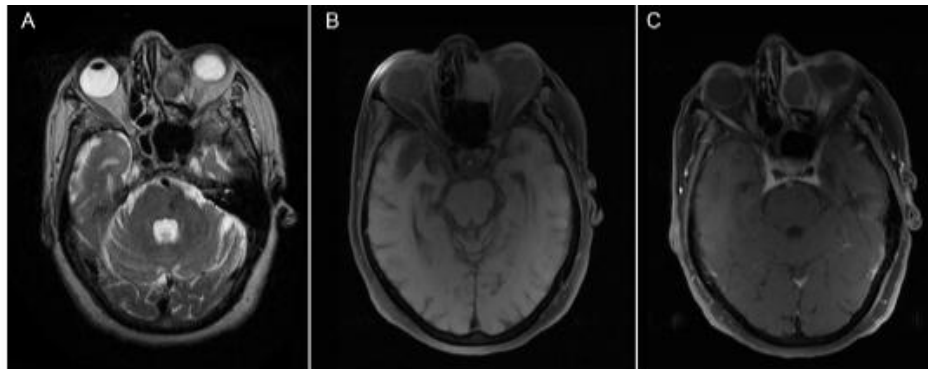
RM de senos paranasales. Mucocoele. (A) Secuencia T2 en el plano axial. (B) Secuencia T1 saturación grasa en el plano axial. (C) Secuencia T1 saturación grasa tras la administración de contraste en el plano axial. Se aprecia una lesión expansiva que deforma la lámina perpendicular del etmoides y la lámina papirácea en celdillas etmoidales izquierdas, discretamente hipointensa en T2, isointensa en T1 y con realce de su pared tras la administración de contraste.
